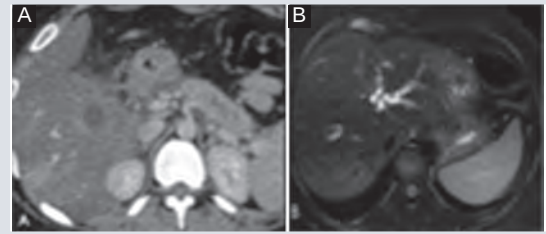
El pseudotumor inflamatorio. A: Corte axial de una tomografía computarizada con contraste intravenoso en fase venosa. Se observa imagen hipodensa, redonda y con pobre realce en el hígado en un paciente con enfermedad relacionada con inmunoglobulina (ER-IgG4), lo que sugiere la presencia de un pseudotumor inflamatorio. B: Resonancia magnética donde se observa dilatación irregular biliar intrahepática izquierda.
